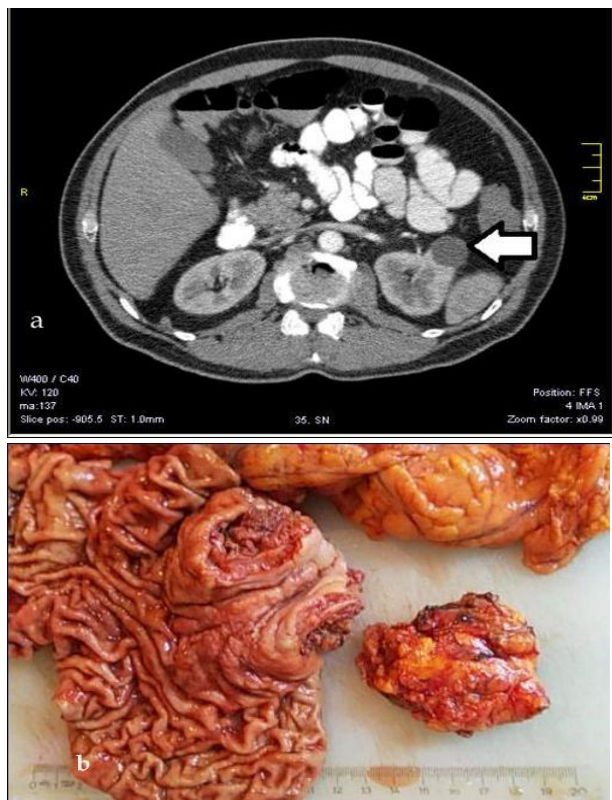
a. Abdominal CT revealed an adrenal mass suspected with metastasis (white arrow) b. Gastric tumor (left) and adrenal metastasis (right separated mass) after resection.
